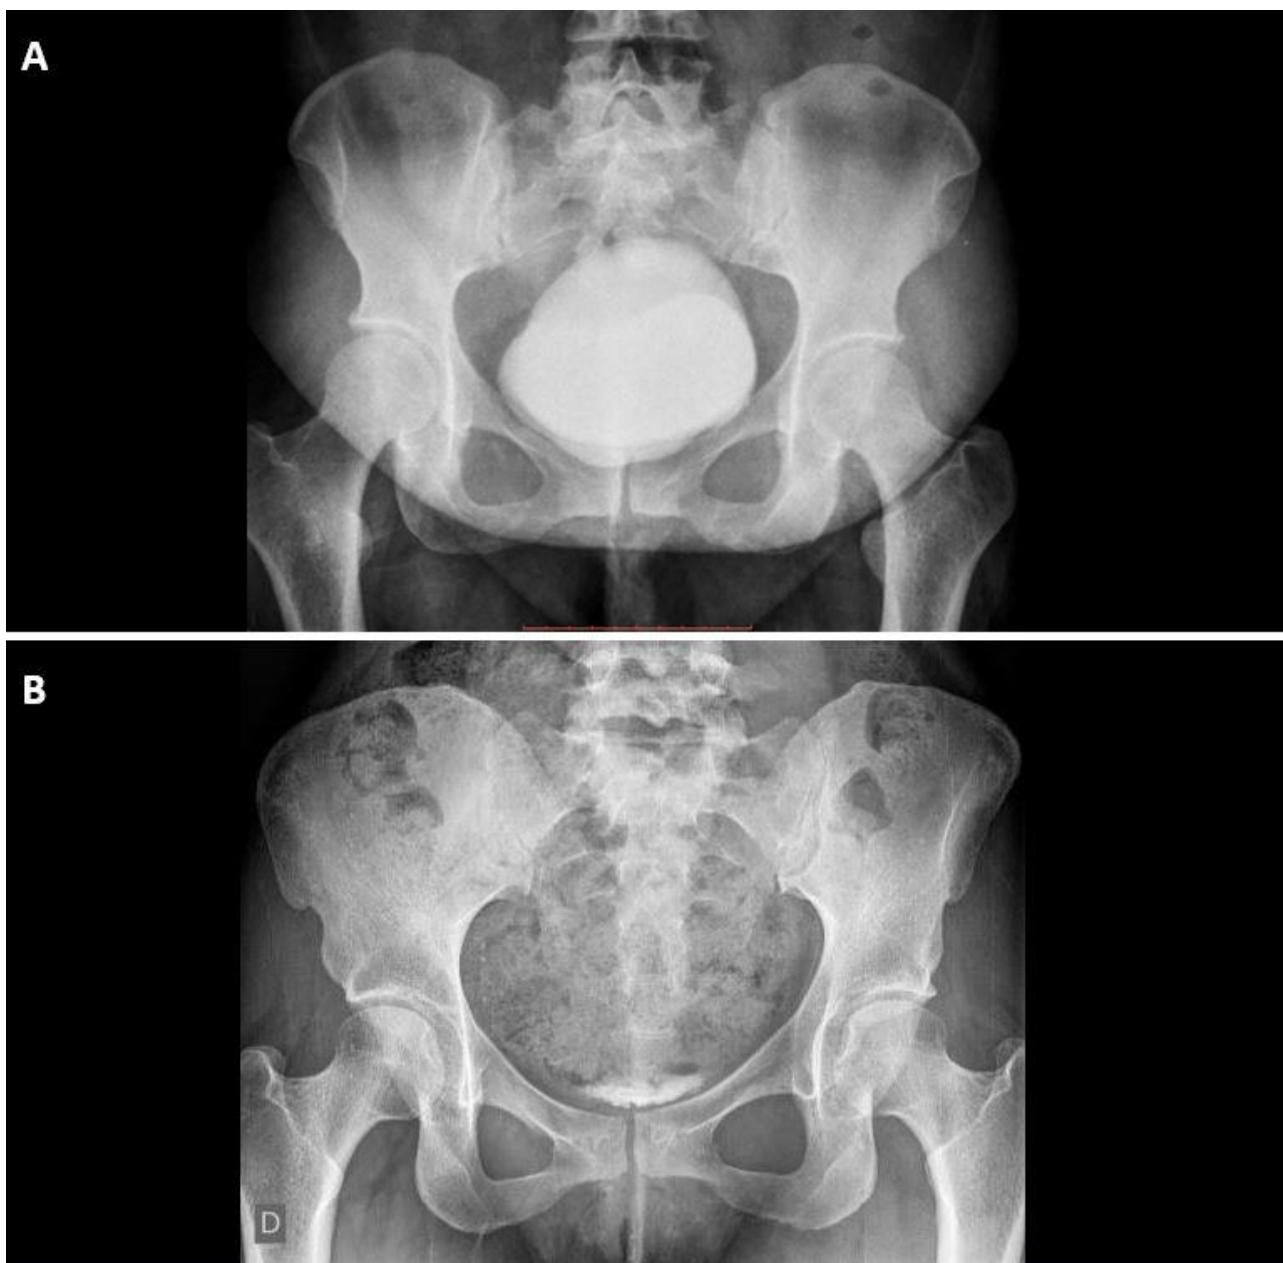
Exame de urografia excretora. Imagens obtidas pela radiografia (a) com a bexiga em sua capacidade máxima preenchida pelo meio de contraste e (b) após a micção.
